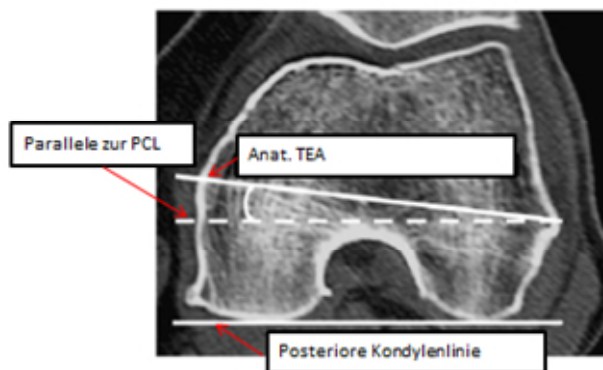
Axialer CT-Schnitt durch das linke distale Femur. Der CTA wird gebildet durch die anat.TEA und die PCL (Aglietti et al., 2008).
